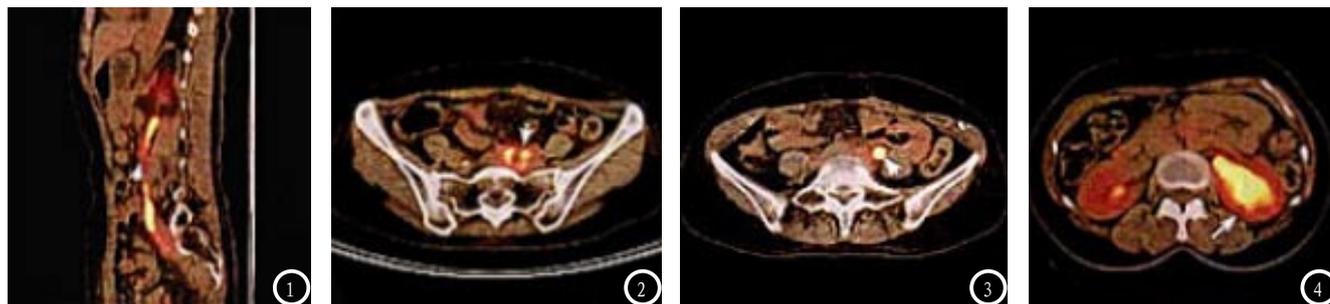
宫颈癌III期, PET/CT全身显像可见盆腔、胸腔局部有放射性摄取增高灶, SUV最大值为12.0, 考虑为转移; 图2-4 盆腔PET/CT图像, 图2中间偏左侧可见局部散团状高摄取灶, 图3可见圆形结节状放射性浓聚灶, 图4见左侧块状高摄取灶, 右侧可见摄取浓度较低的病灶, 考虑存在盆腔淋巴结转移。
